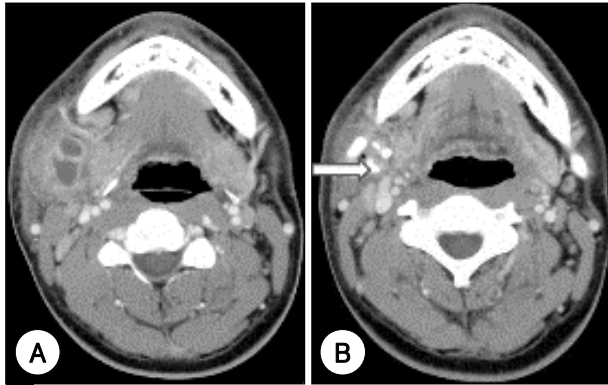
Multilocular abscess. A : Contrast enhanced axial CT scan shows a bilocular abscess in right submandibular space before ultrasonography-guided percutaneous aspiration and drainage. B : Axial CT scan shows improvement of the abscess with the pigtail catheter *in situ* (arrow).
